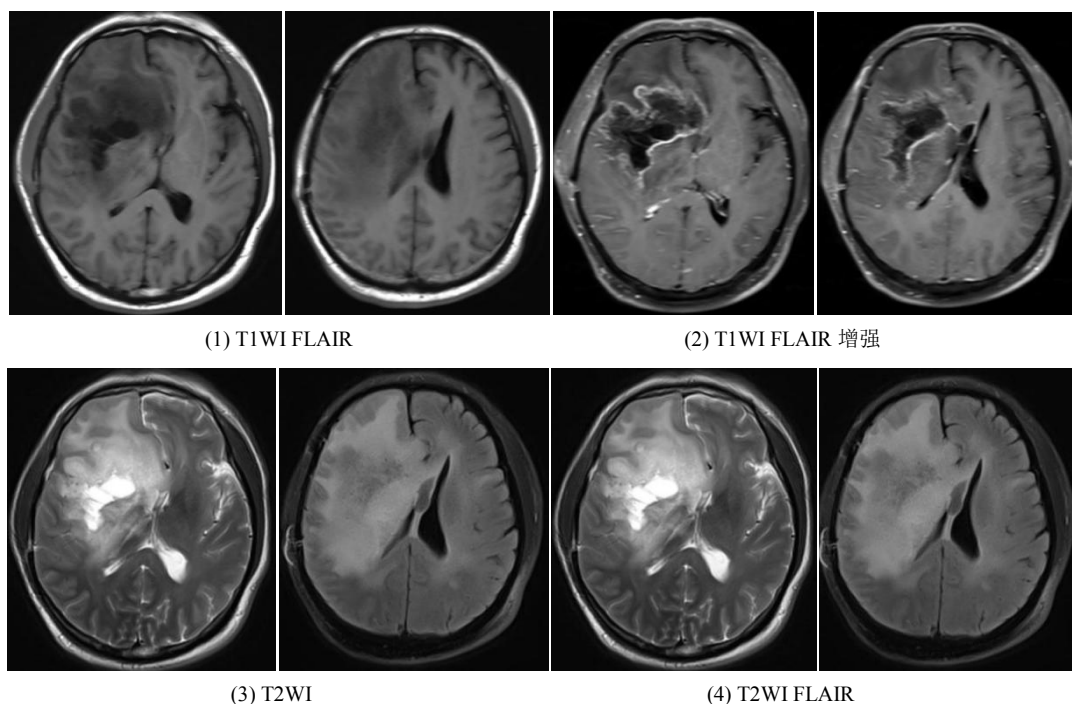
Two months after radiotherapy, brain MRI showing: lesions located in frontal lobe and insular lobe, showed map change. It implied radiation necrosis
